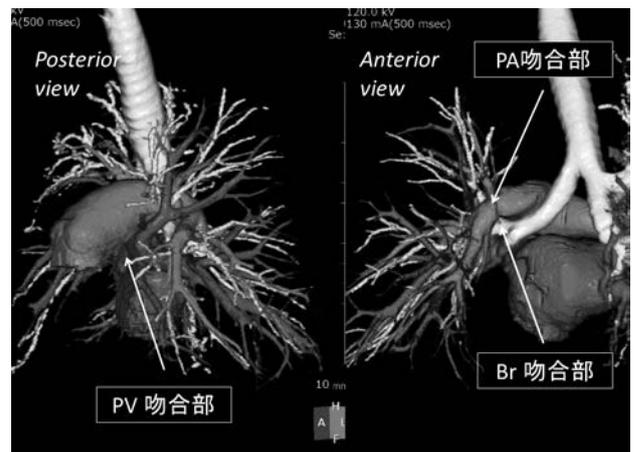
術後の吻合部の3D-CT画像(富士フィルム社のSYNAPSE VINCENT®使用)
